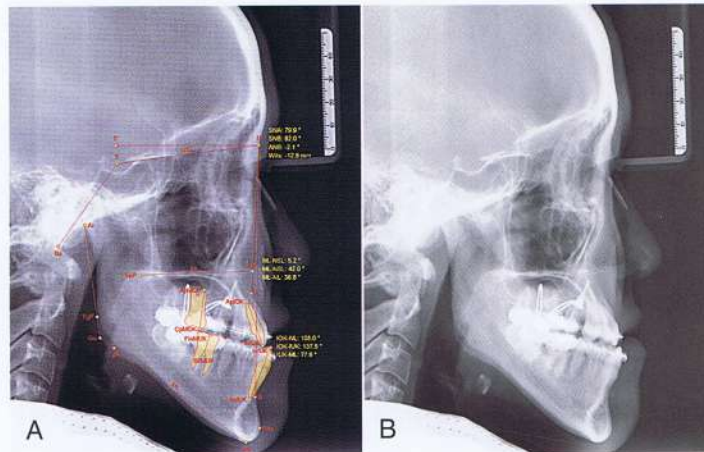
A y B, radiografías después de la mitad de la retracción de los dientes anteriores.
